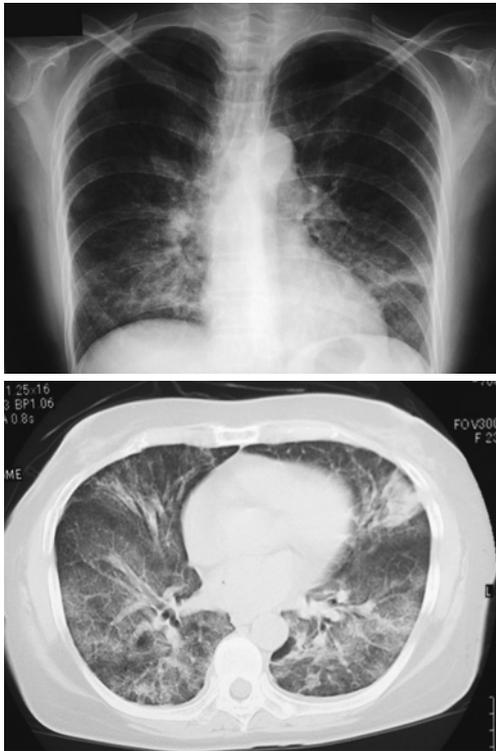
Chest radiographs on admission show diffuse infiltration shadows in both lungs. Chest CT scan shows diffuse non-segmental ground glass opacities, consolidation and air bronchograms in both lungs.
